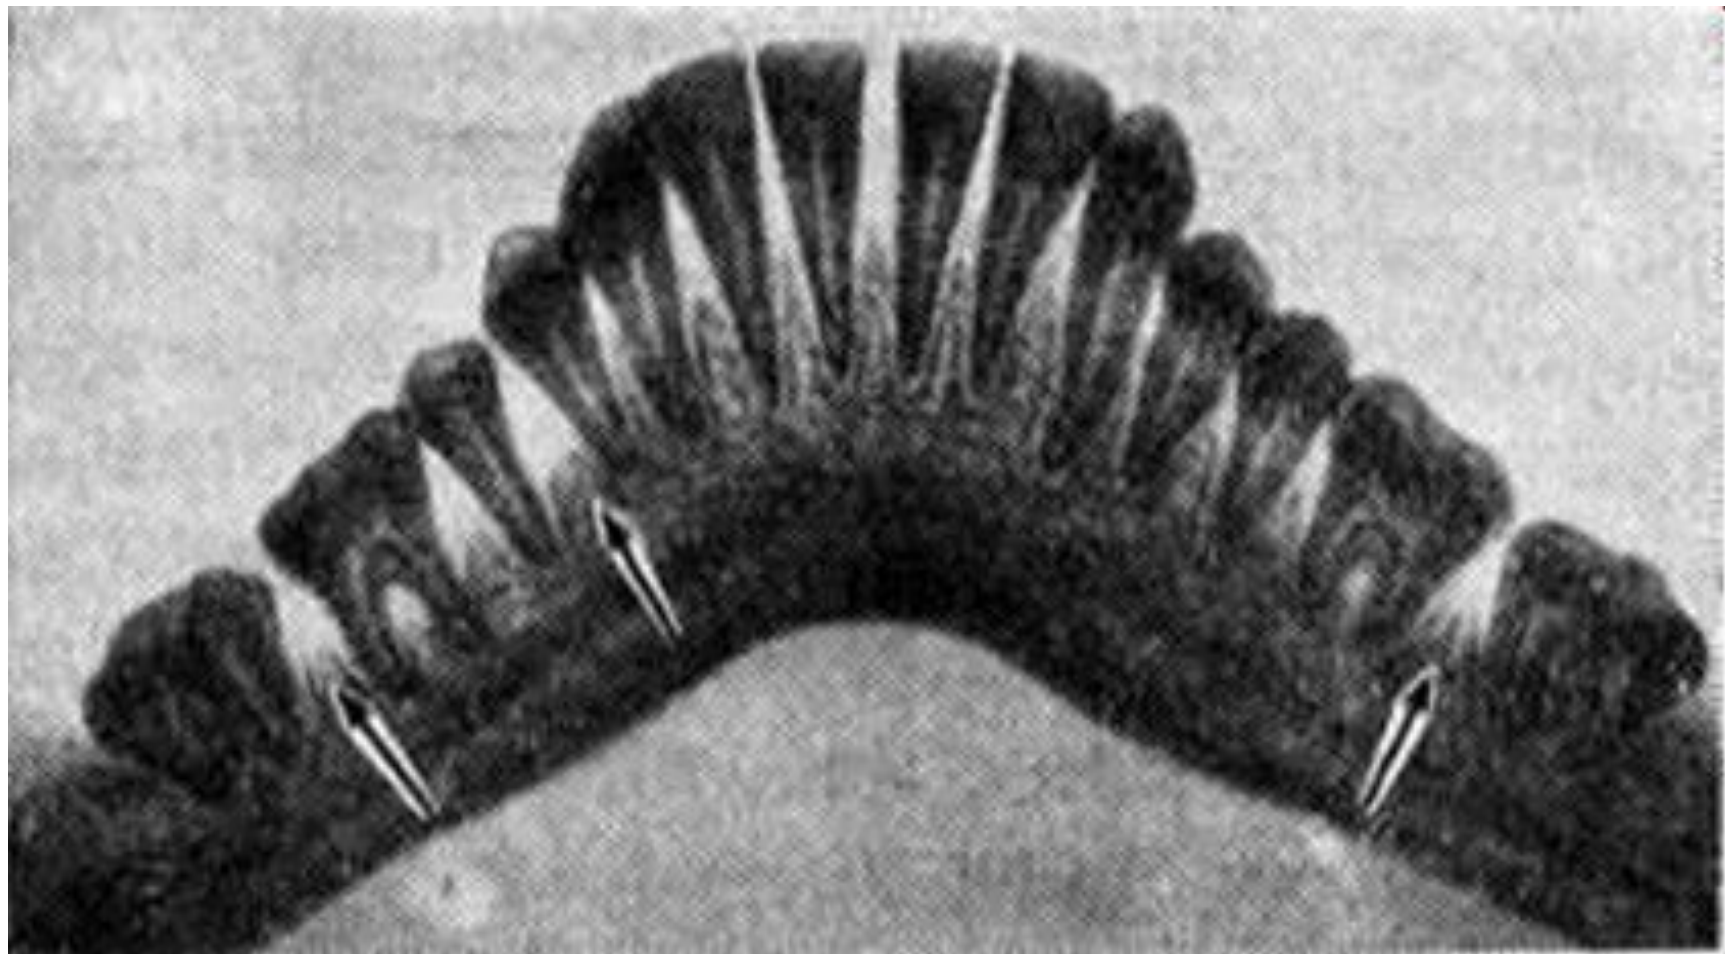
Ортопантомограмма больного С. (до лечения)
